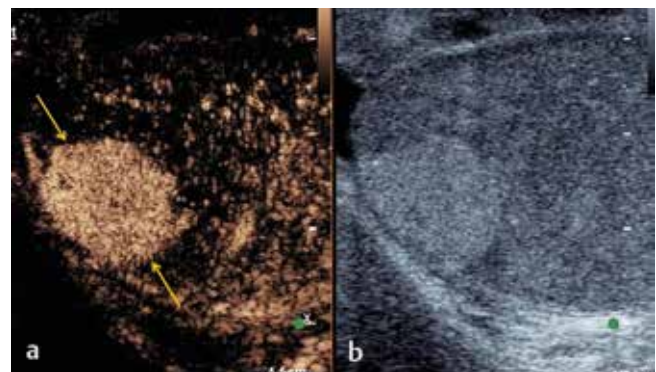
Side-by-side mode with contrast (a) and B-mode (b) settings. Lesion on contrast-enhanced ultrasound (yellow arrows) shows strong contrast uptake in the arterial phase in comparison to the surrounding testicular tissue.
